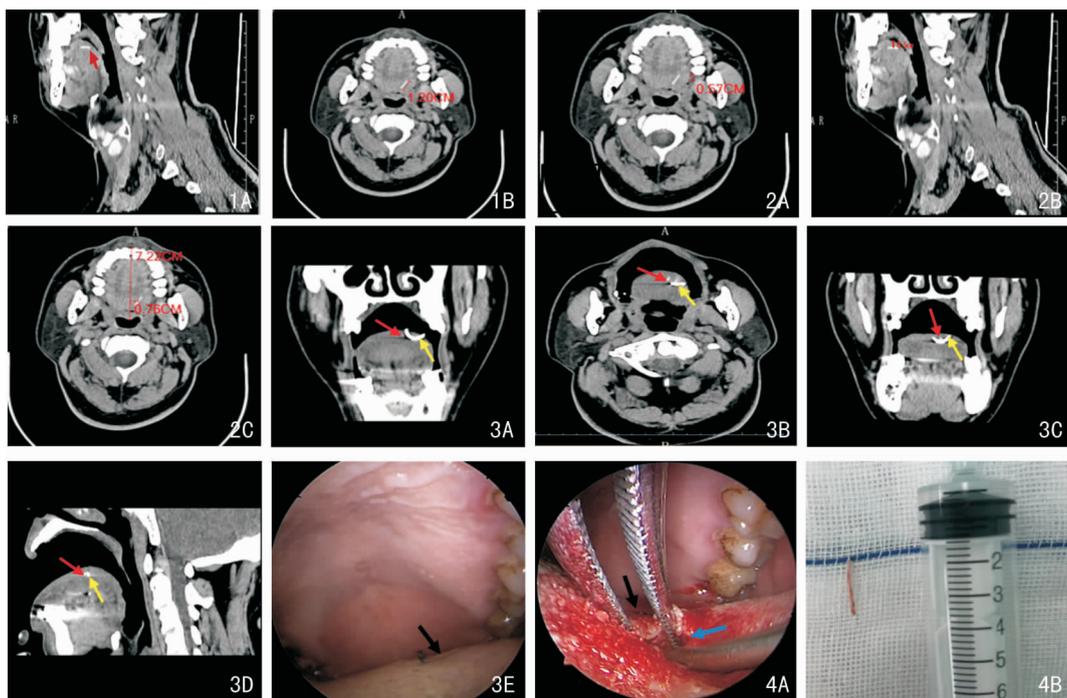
患者术前CT 1A:矢状位;1B:水平位 图2 术前异物定位 2A:距左侧第三磨牙后缘约5.7 mm处;2B:距离舌背表面5 mm;2C:距离舌中线7.6 mm 图3 CT引导下穿刺定位,红色箭头所指为异物,黄色箭头所指为小圆针,黑色箭头所指为慕丝线 3A、B:冠状位、水平位CT示小圆针落在异物的外侧且稍偏浅;3C、D:冠状位、矢状位CT示小圆针落在异物的长轴的正下方;3E:最终定位点 图4 术中情况 4A:黑色箭头所指为慕丝线,蓝色箭头所指为切口;4B:完整取出鱼刺,长约1.2 cm
